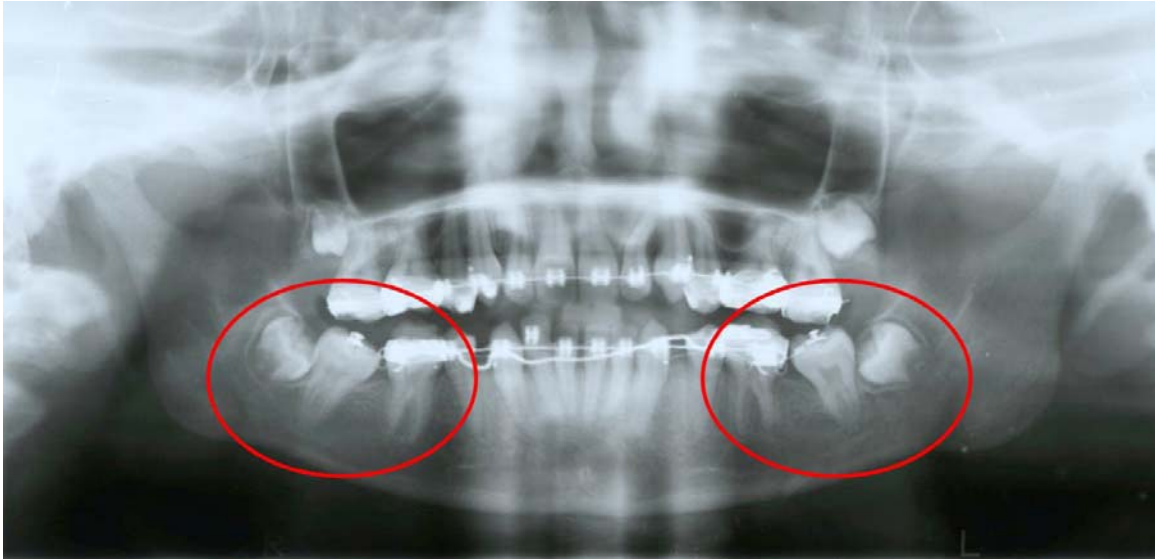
“Radiografías post-tratamiento.”
